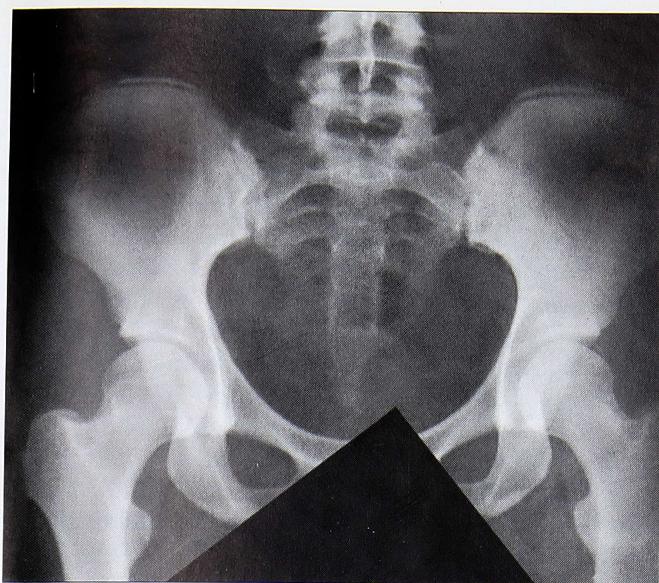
Рентгенологическая картина тракционного апофизита (больная 25 лет, солистка балета).
